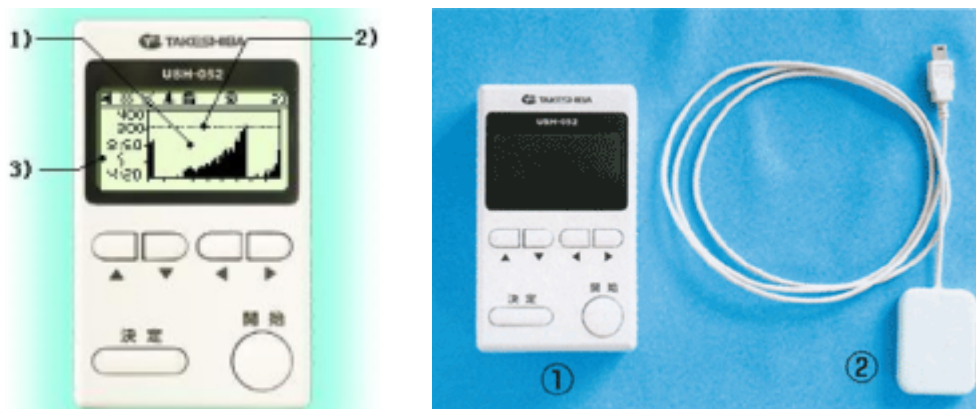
排尿のタイミングを知らせる排尿モニター 本体 超音波プローブ
